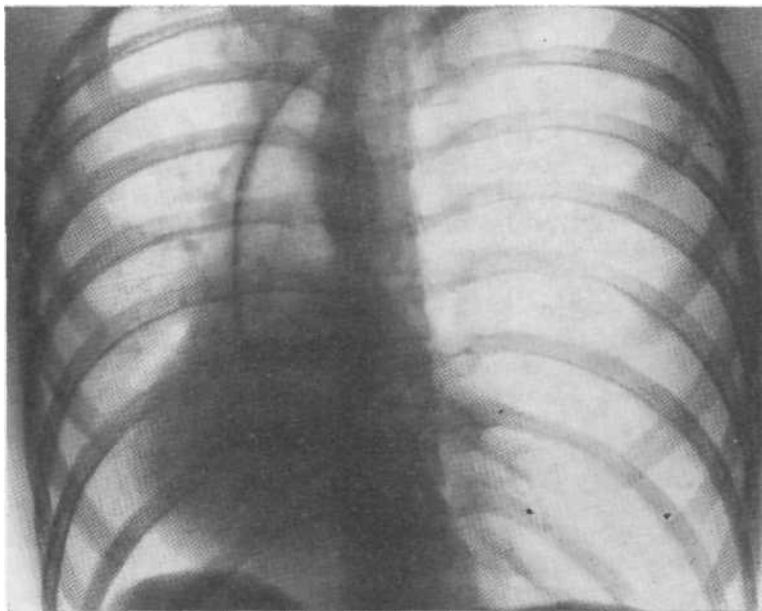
Обзорная рентгенограмма. Смещение срединной тени при массивном левостороннем спонтанном пневмотораксе.
